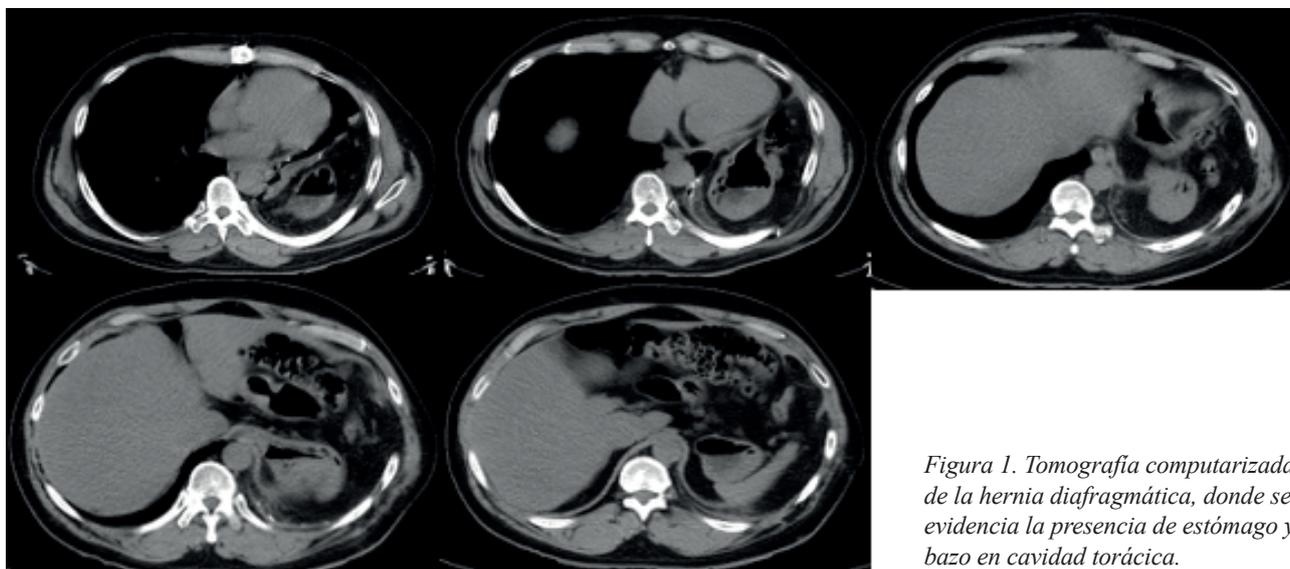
Tomografía computarizada de la hernia diafragmática, donde se evidencia la presencia de estómago y bazo en cavidad torácica.
